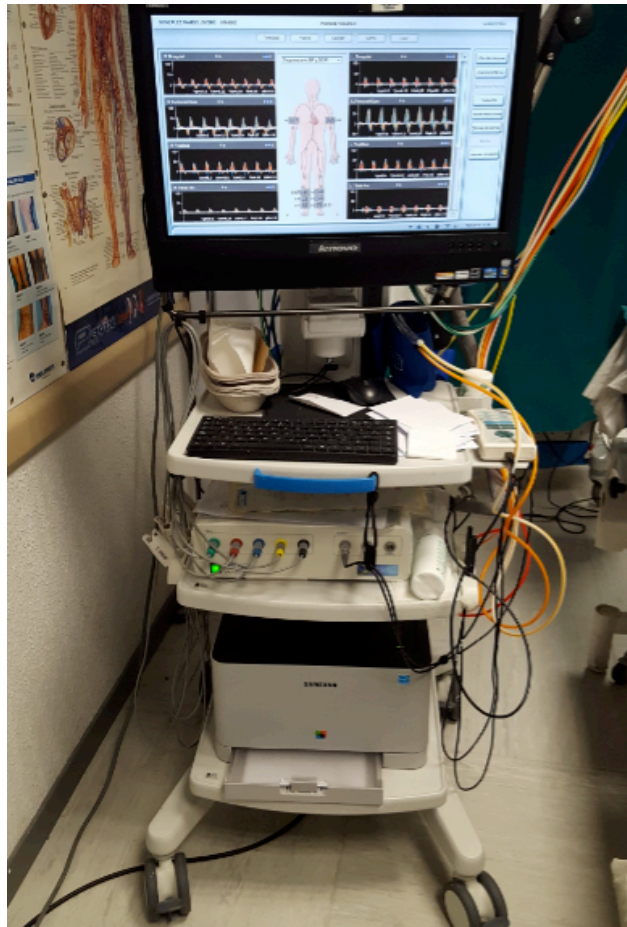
Doppler del Laboratorio Vascular del Hospital Universitario ``La Paz``.
